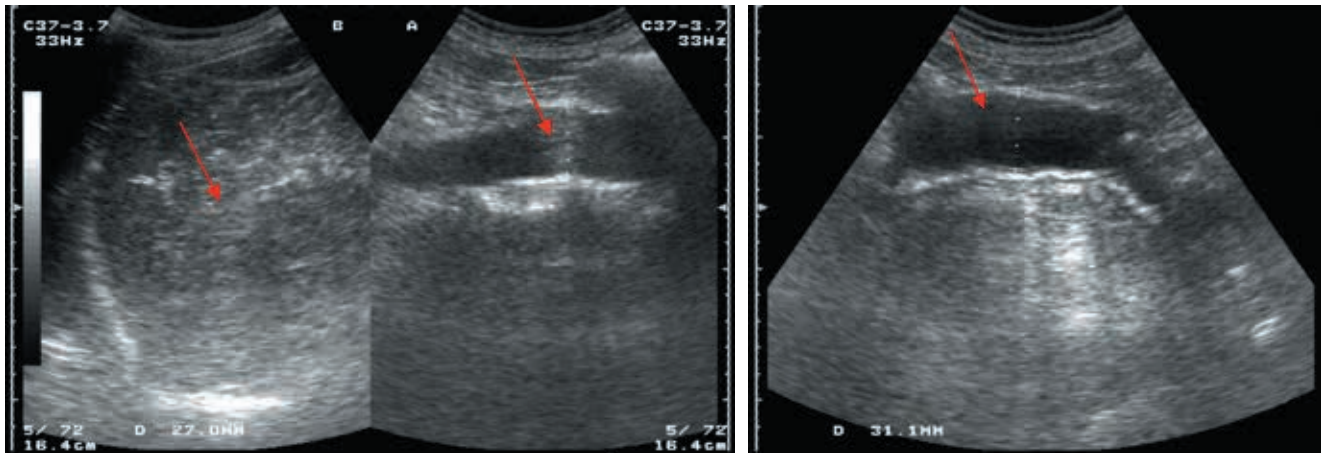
Ecografía abdominal: hígado con incremento difuso de la ecogenicidad secundario a hepatopatía crónica, sin lesiones focales; aorta abdominal de aspecto ateromatoso y con una leve dilatación en su porción distal, con un diámetro máximo de alrededor de 33 mm.
